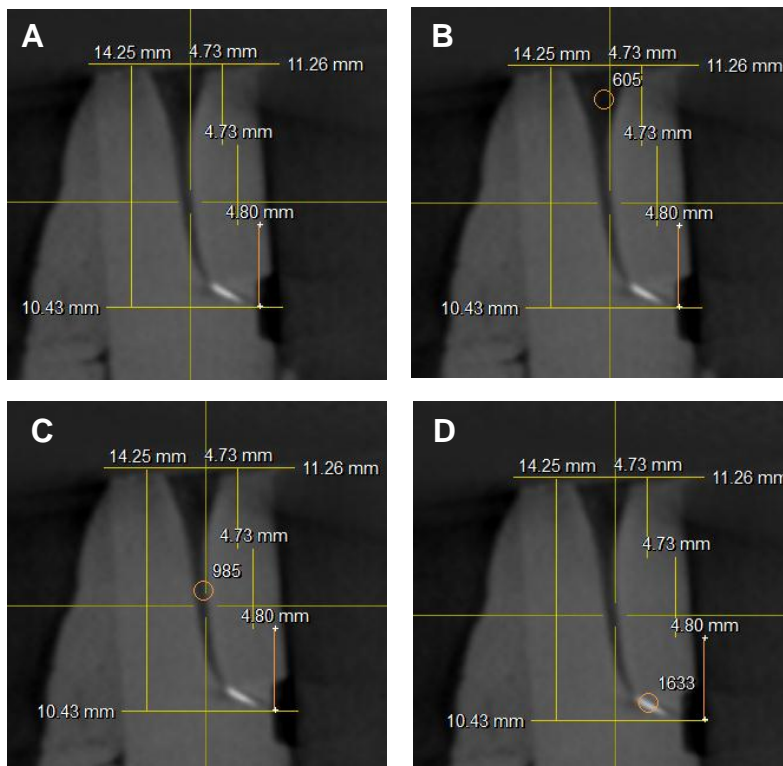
Corte sagital de Cone Beam tomado a cubo endodóntico posterior a la desobturación total utilizado para cuantificar la cantidad de relleno residual a través de la herramienta CDA.
